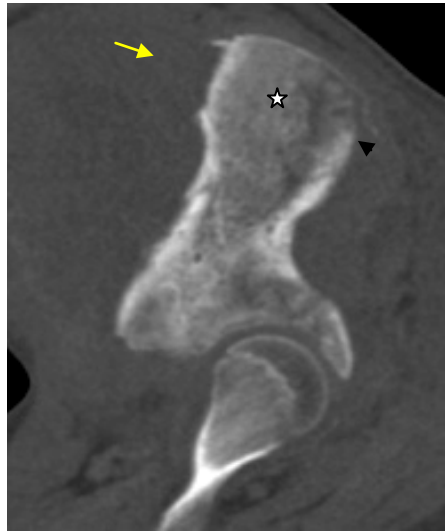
TDM de l'ail iliaque droite en coupe sagittale (fenêtre osseuse) : Sarcome d'Ewing iliaque droit chez un adolescent de 17 ans : lésion osseuse mixte (étoile) associée à une réaction spiculée continue (flèche jaune) et à une rupture corticale (tête de flèche).
